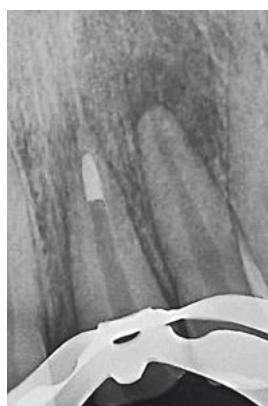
Die röntgenologische Abschlusskontrolle zeigt die Einhaltung der biologischen Breite.
